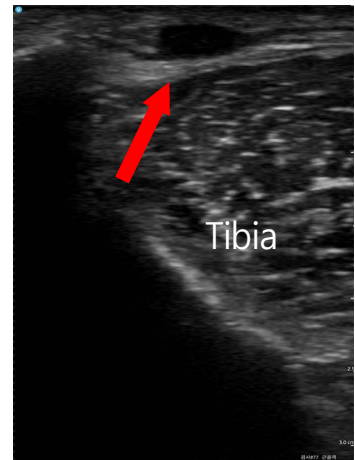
Ultrasonographic Findings of the Ganglion in a Short Axis View.
